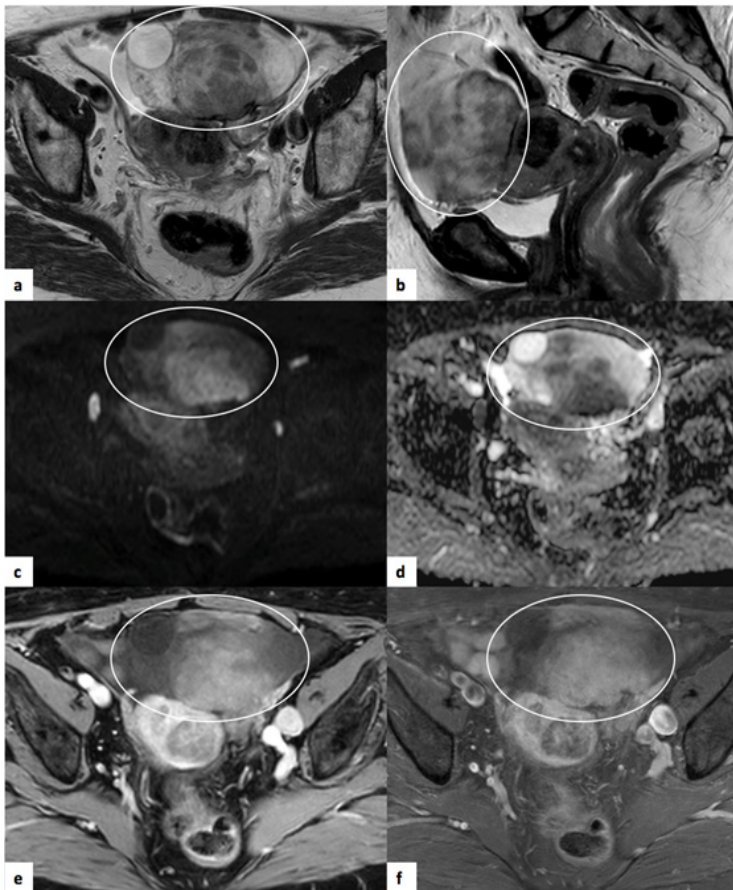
Fibroma celular do ovário esquerdo. RM pélvica de mulher de 60 anos. (a) e (b) correspondem a sequências axial e sagital T2, respectivamente, onde é possível observar volumoso tumor heterogêneo (círculo), de natureza mista, com componente multiquístico e regiões sólidas de sinal intermédio em T2. (c) e (d) traduzem estudo de difusão ($b=1000$) e mapa ADC, respectivamente, verificando-se restrição à difusão do componente sólido. No estudo após contraste – axial T1 SPAIR (e) e na aquisição tardia axial SPAIR (f) verifica-se realce heterogêneo do componente sólido. O estudo anátomo-patológico revelou tratar-se de fibroma celular.
